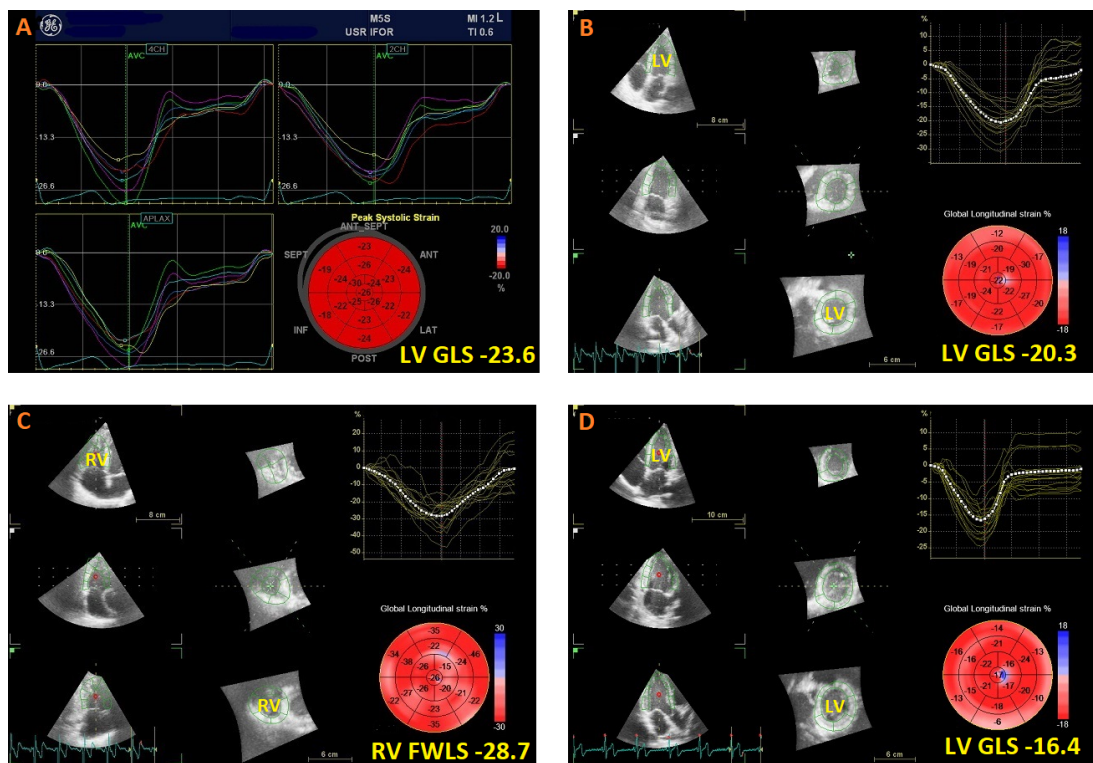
Parametri di ecocardiografia speckle-tracking bidimensionale e tridimensionale nei pazienti HIV e nei controlli; A: strain globale longitudinale bidimensionale del ventricolo sinistro (scansione 4 camere) nei soggetti sani, B: strain longitudinale tridimensionale del ventricolo sinistro nei soggetti sani, C: strain
